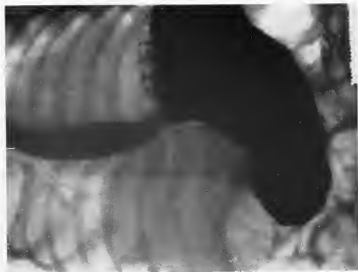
Radiographie prise au moment précis d'une régurgitation dans la station verticale.
